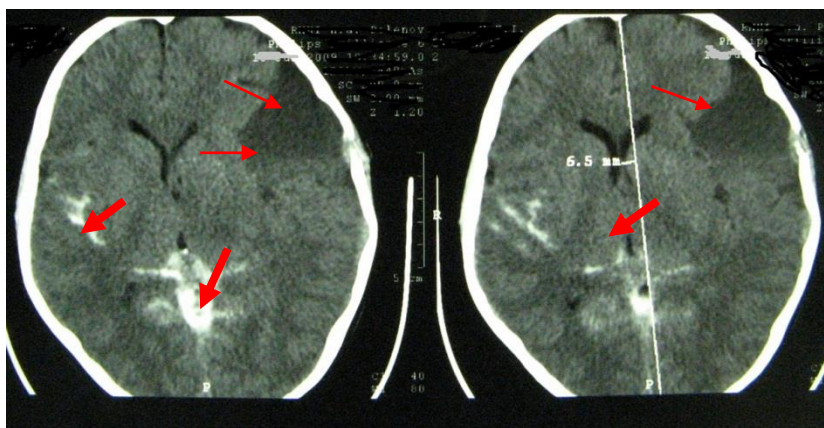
СКТ головного мозга (восходящая миелоцистернокистография). Заключение: распространение контраста по ликворосодержащим пространствам кроме полости кисты (указано стрелками)
